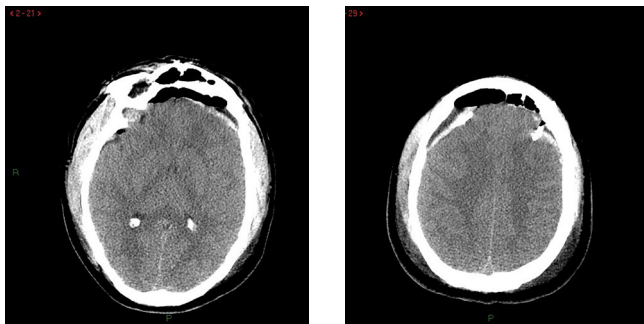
Tomografía axial de cráneo 48 horas posterior a la colocación de sondas de drenaje y fijación de fracturas faciales.
